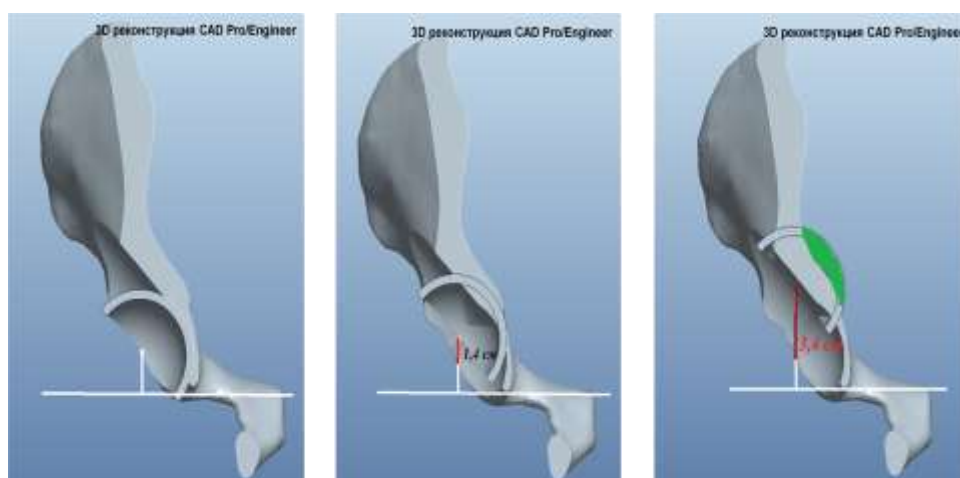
Степень протрузии ацетабулярного компонента при краниальном смещении центра ротации
